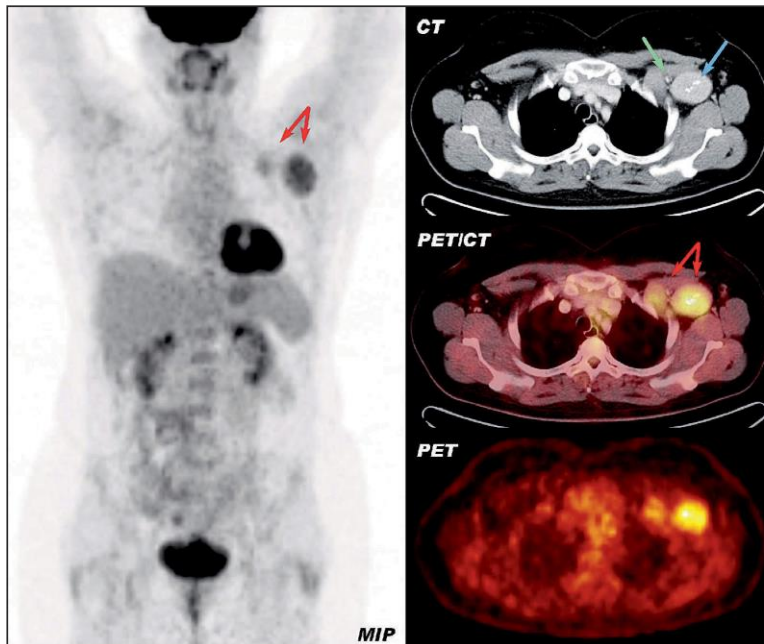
MIP, CT, fused PET/CT and PET axial scans showing two enlarged lymph nodes (red arrows). The prominent feeding artery (green arrow) and internal course calcifications (blue arrow) further supported the suspicion of hyaline vascular Castleman disease.
